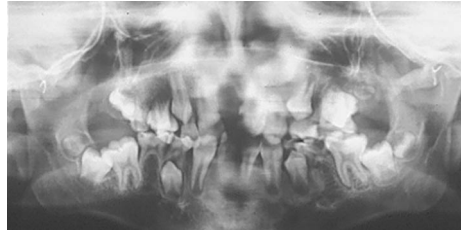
Radiographie panoramique à 8 ans : nombreuses anomalies de nombre et de forme des dents au niveau maxillaire et mandibulaire.
